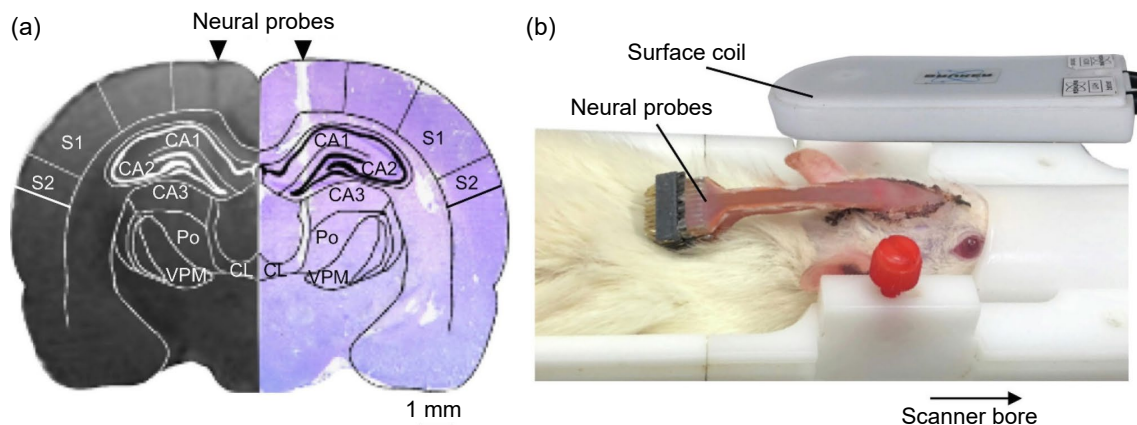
(a) 石墨烯神經探針晶片植入 CT 腦區。(b) 大鼠進行磁共振造影時的架設圖。
